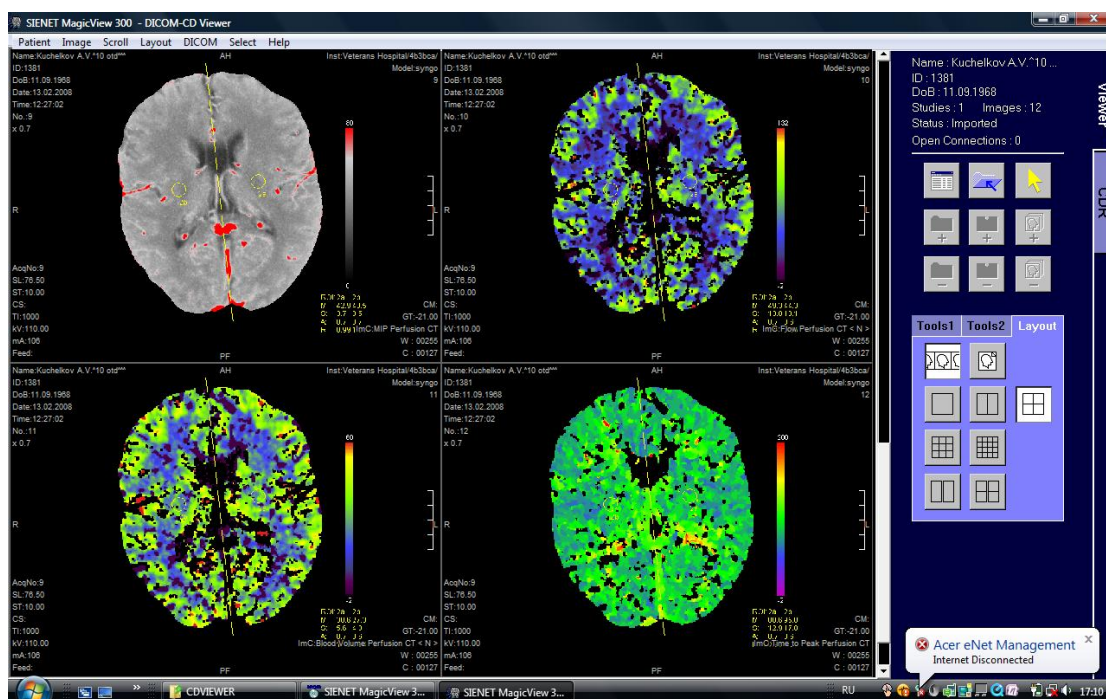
Результаты исследования КТ-перфузии больного К-ва, 1968 г. рожд. Пояснения – в тексте
